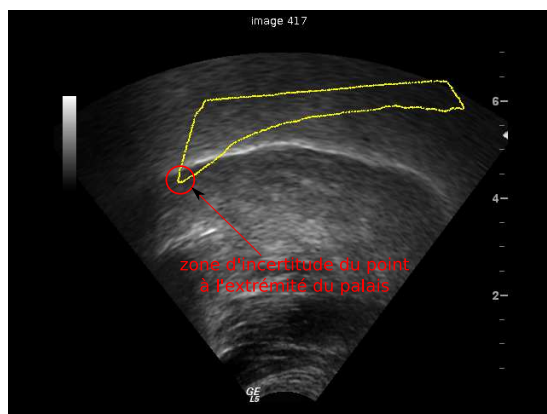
Superposition d’un cercle de 15 pixels pour matérialiser le niveau d’incertitude dans une fusion US/IRM : même si la langue semblait traverser le palais dans l’image originale, il existe une position à l’intérieur du cercle pour laquelle le palais est simplement en contact avec la langue.
